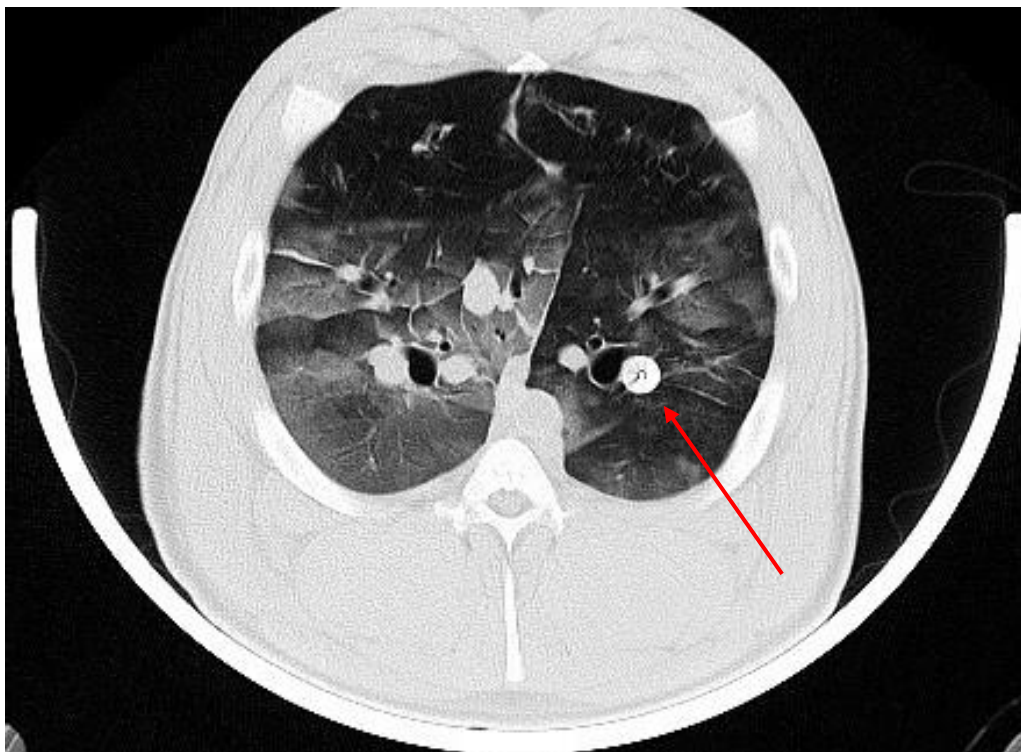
CT-Darstellung eines Gefäßplugs. Embolisation des linken Lungenunterlappens. Der rote Pfeil markiert den röntgendichten Gefäßplug (eigene Darstellung).
